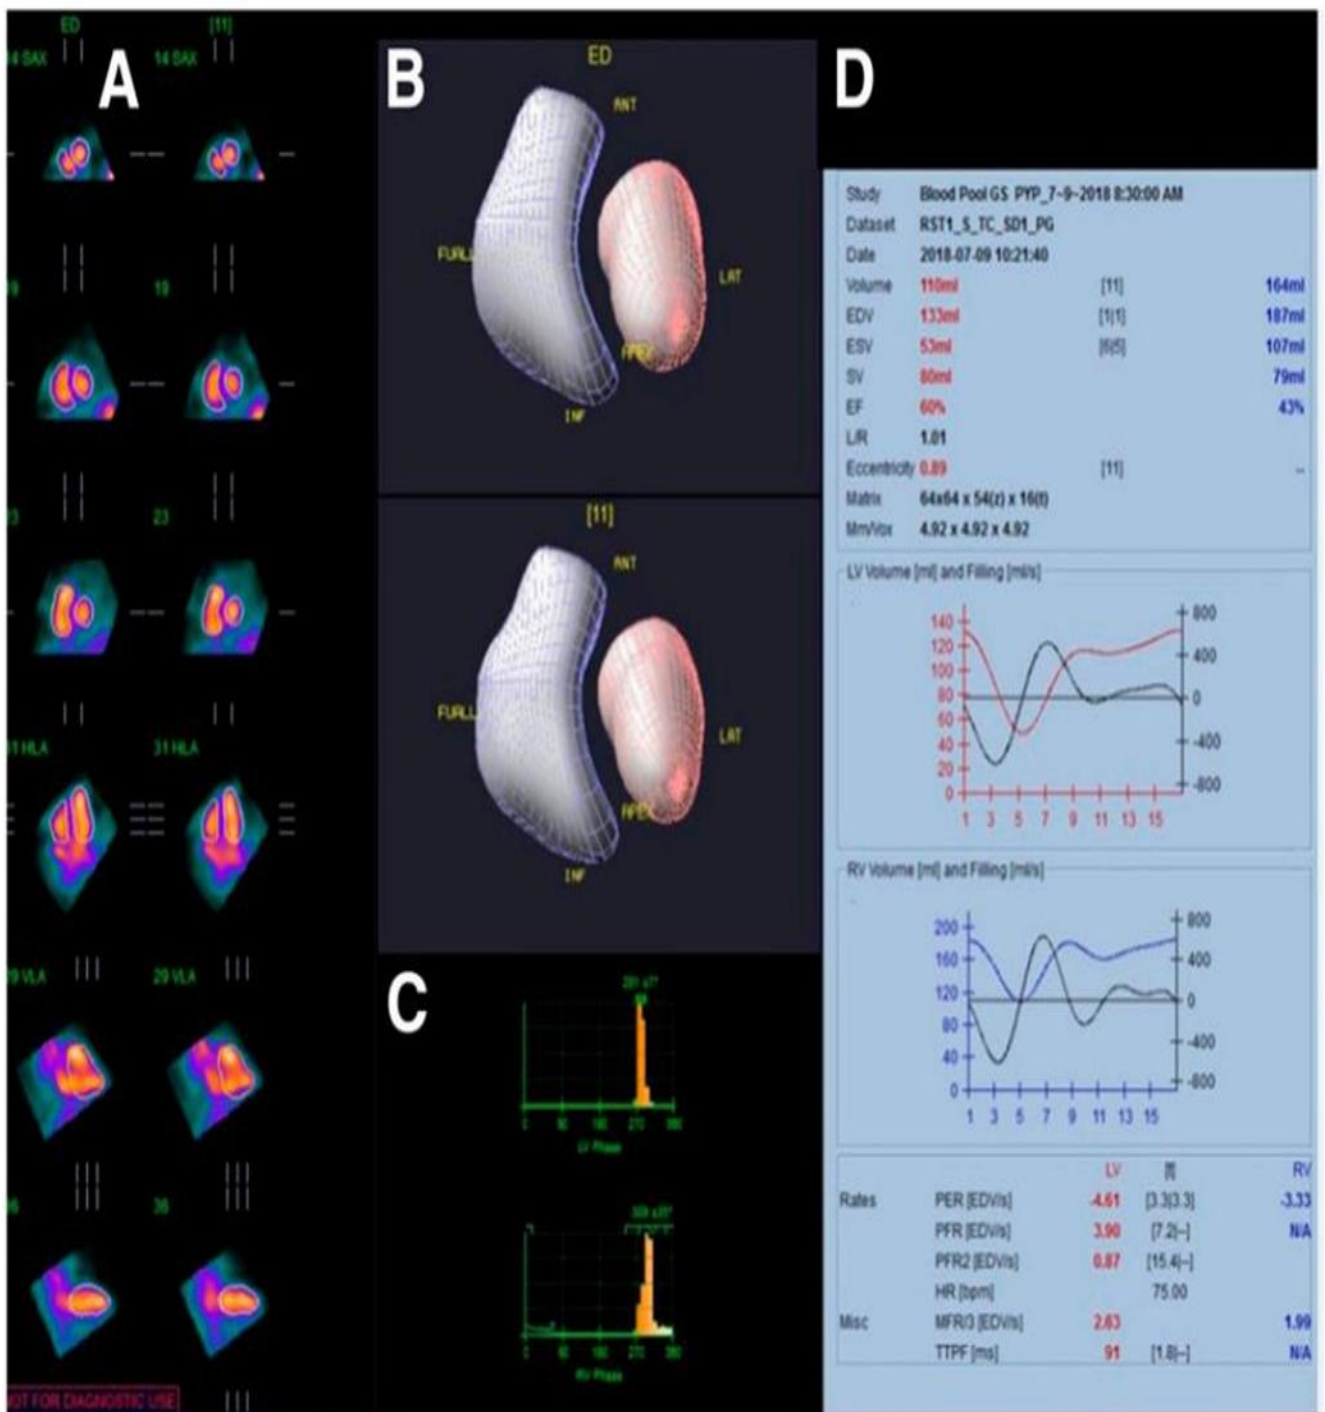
Données sur la fonction ventriculaire de SPECT ERNA.
